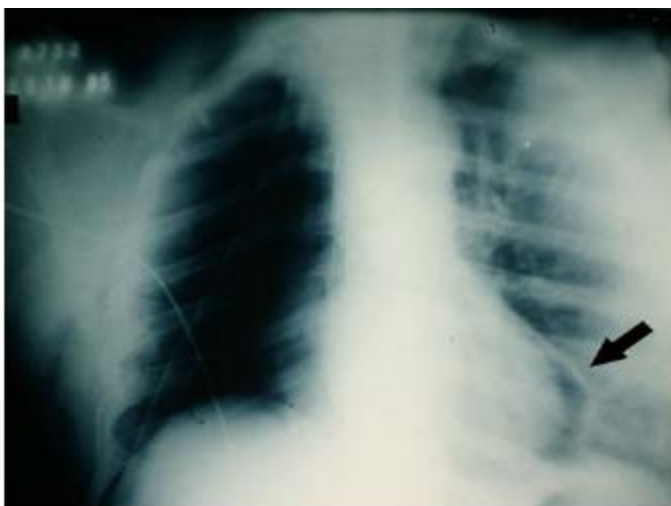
Radiografia de tórax pós-pneumonectomia direita. Observe-se a presença de ar na borda esquerda do saco pericárdico (seta).
